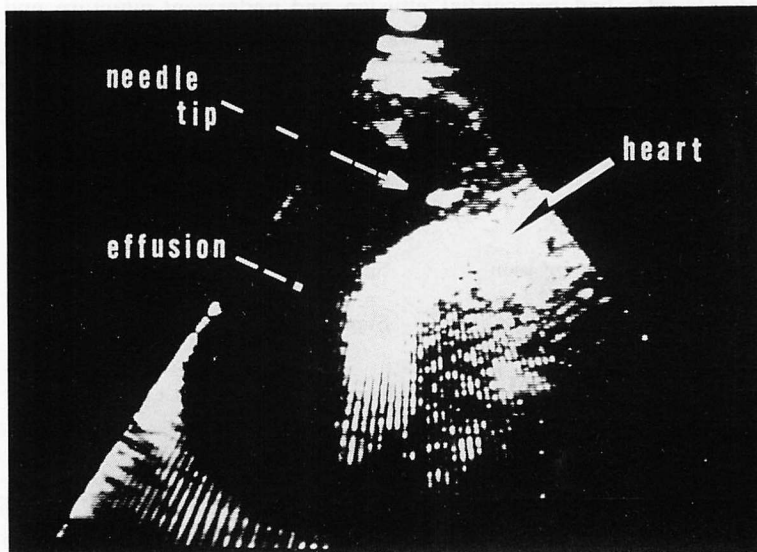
Ultrasound cardiotomographic image of the needle tip in the pericardial space (Case 3).
